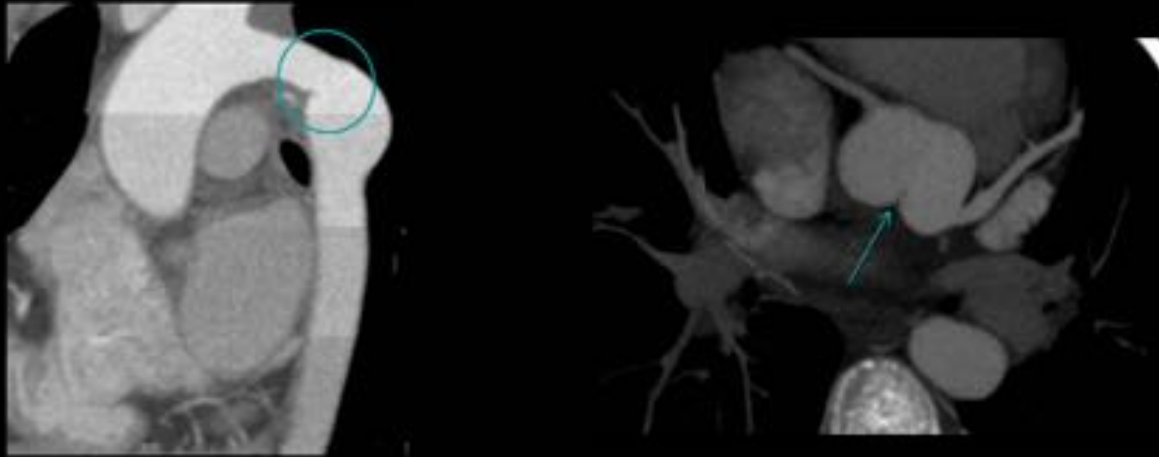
TC: Círculo: coartación aórtica, por debajo de la cual se puede observar una dilatación postestenótica. Flecha: válvula aórtica bicúspide.
